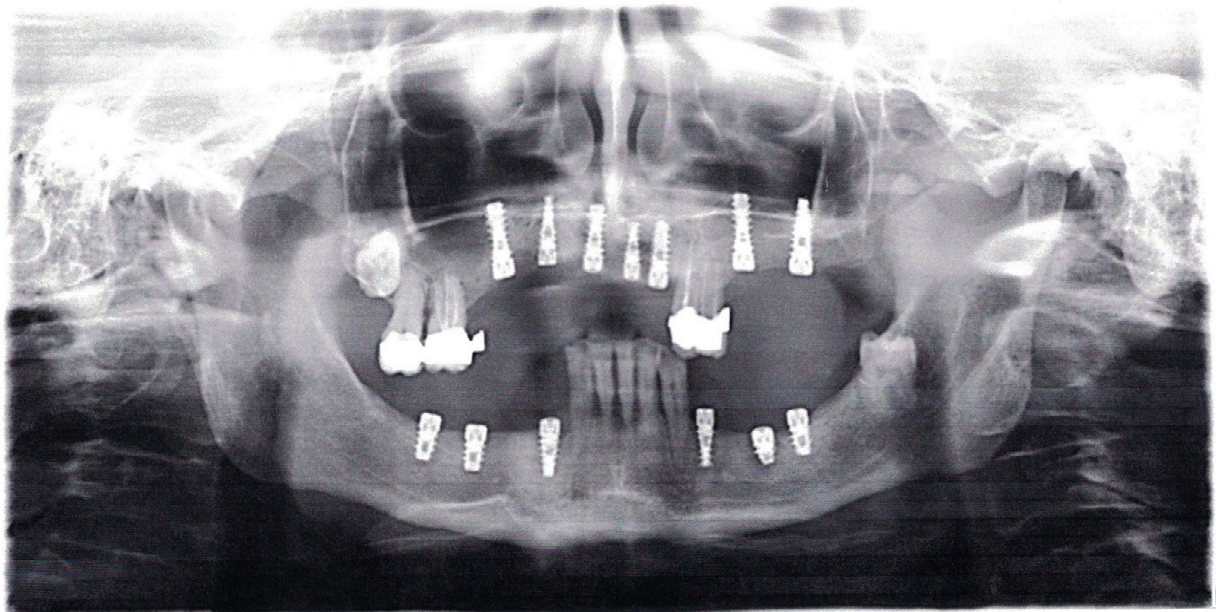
Рентгенографія пацієнтки Б. перед встановленням формувачів ясен
